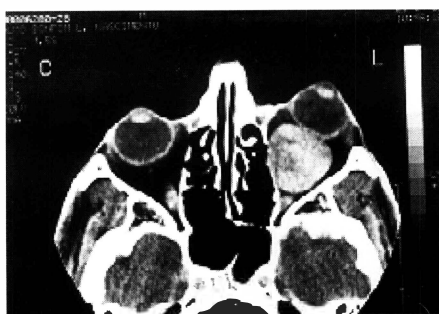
Tomografia computadorizada de órbita em corte axial, mostrando grande massa tumoral nodular retrobulbar, intracônica, levando a proptose do globo ocular esquerdo.
